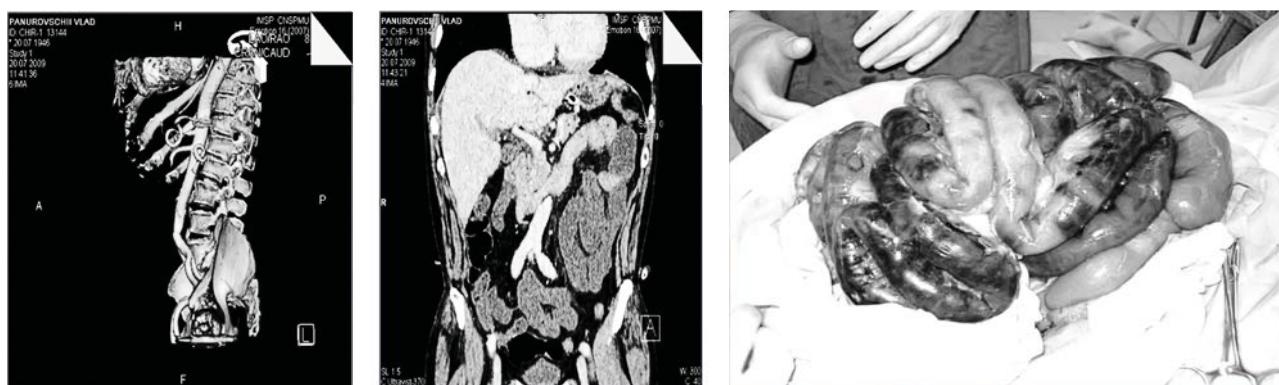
Semnificația diagnostică a 3D TC și D-dimerilor în diagnosticul ischemiei mezenteriale acute
